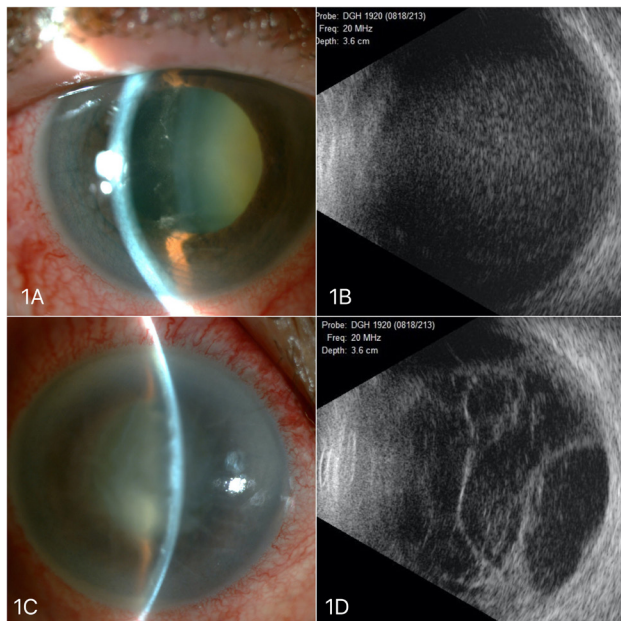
1A. Fotografía del segmento anterior del OD que muestra hiperemia severa con reacción inflamatoria en cámara anterior. 1B. Ecografía ocular en modo B que muestra punteado fino y difuso en la cavidad vítrea compatible con vitritis. 1C. Edema corneal severo que dificulta la visualización de detalles del segmento anterior. 1D. Ecografía ocular que muestra emperreamiento y organización de la vitritis.
